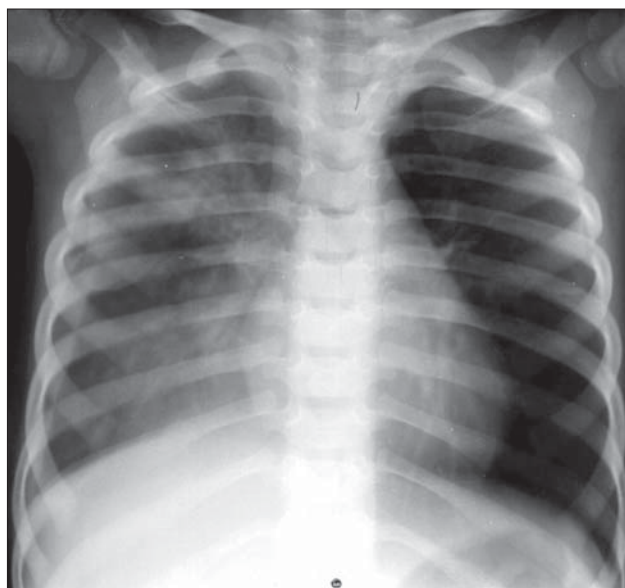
Stafilococie pleuropulmonară. Hidropneumotorace. a) Radiografie în ortostatism. b) Radiografie în clinostatism.
